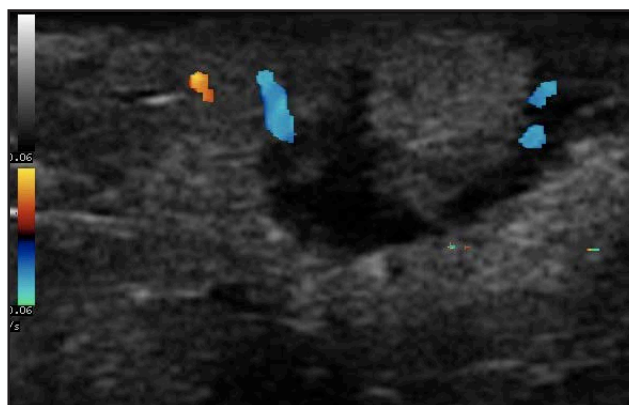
Pilomatrixoma. Lesión dérmica redondeada con una halo hipocogénico en la periferia y un centro hiperecogénico con señal Doppler color positiva en periferia.
